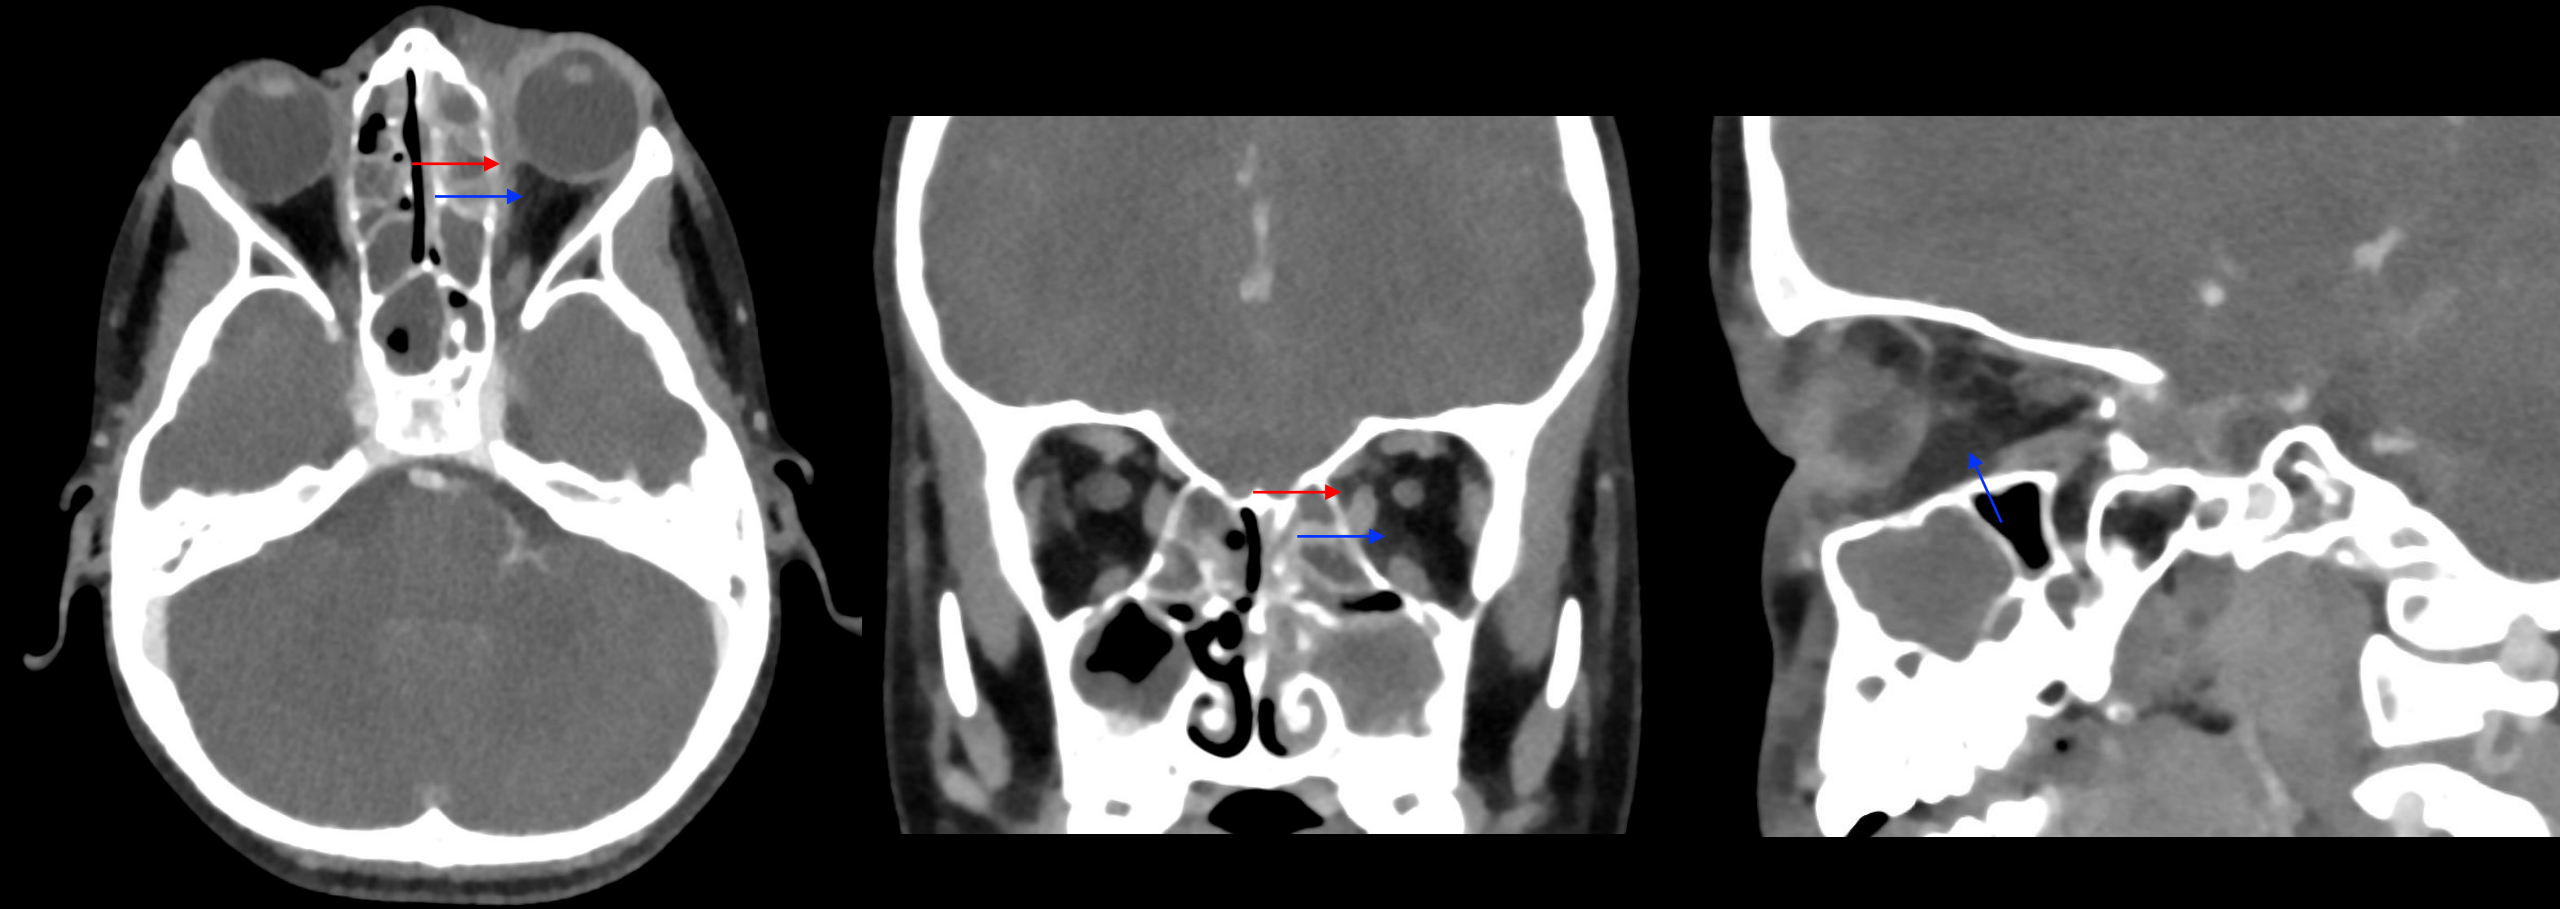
Cortes axial, coronal y sagital de TC orbitaria con contraste. Flecha roja: aumento de densidad de la grasa postseptal extraconal medial entre la lámina papirácea y el músculo recto interno derecho. Flecha azul: mínima reticulación de la grasa intraconal medial a la porción retrobulbar del nervio óptico.
